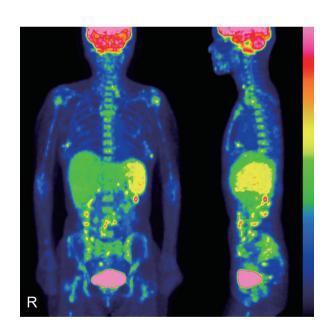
Coronal (left) and sagittal (right) images of whole-body <sup>18</sup>F-FDG-PET.
